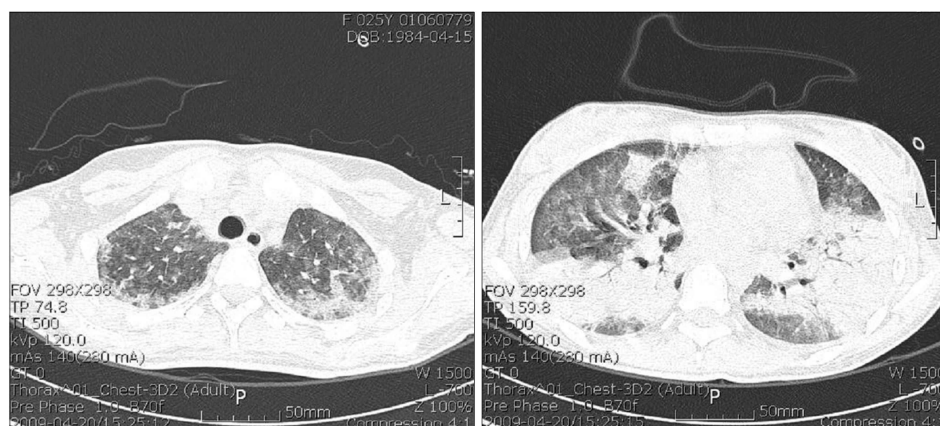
Chest computed tomography imaging shows ground-glass opacity and consolidation in her both whole lung fields.
